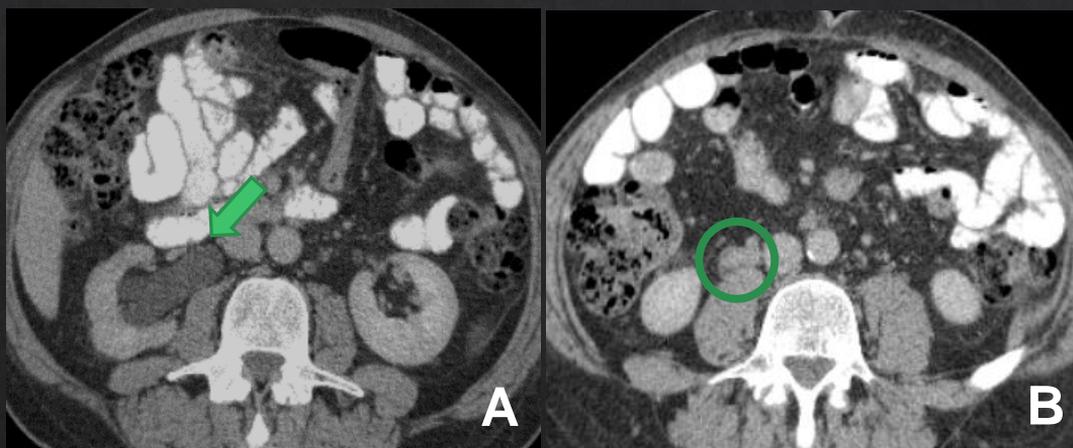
A : Uro TC corte axial. Se visualiza en riñón derecho dilatación pielocalicial (→). Figura 3 B: Uréter proximal engrosado y tortuoso. (O)
